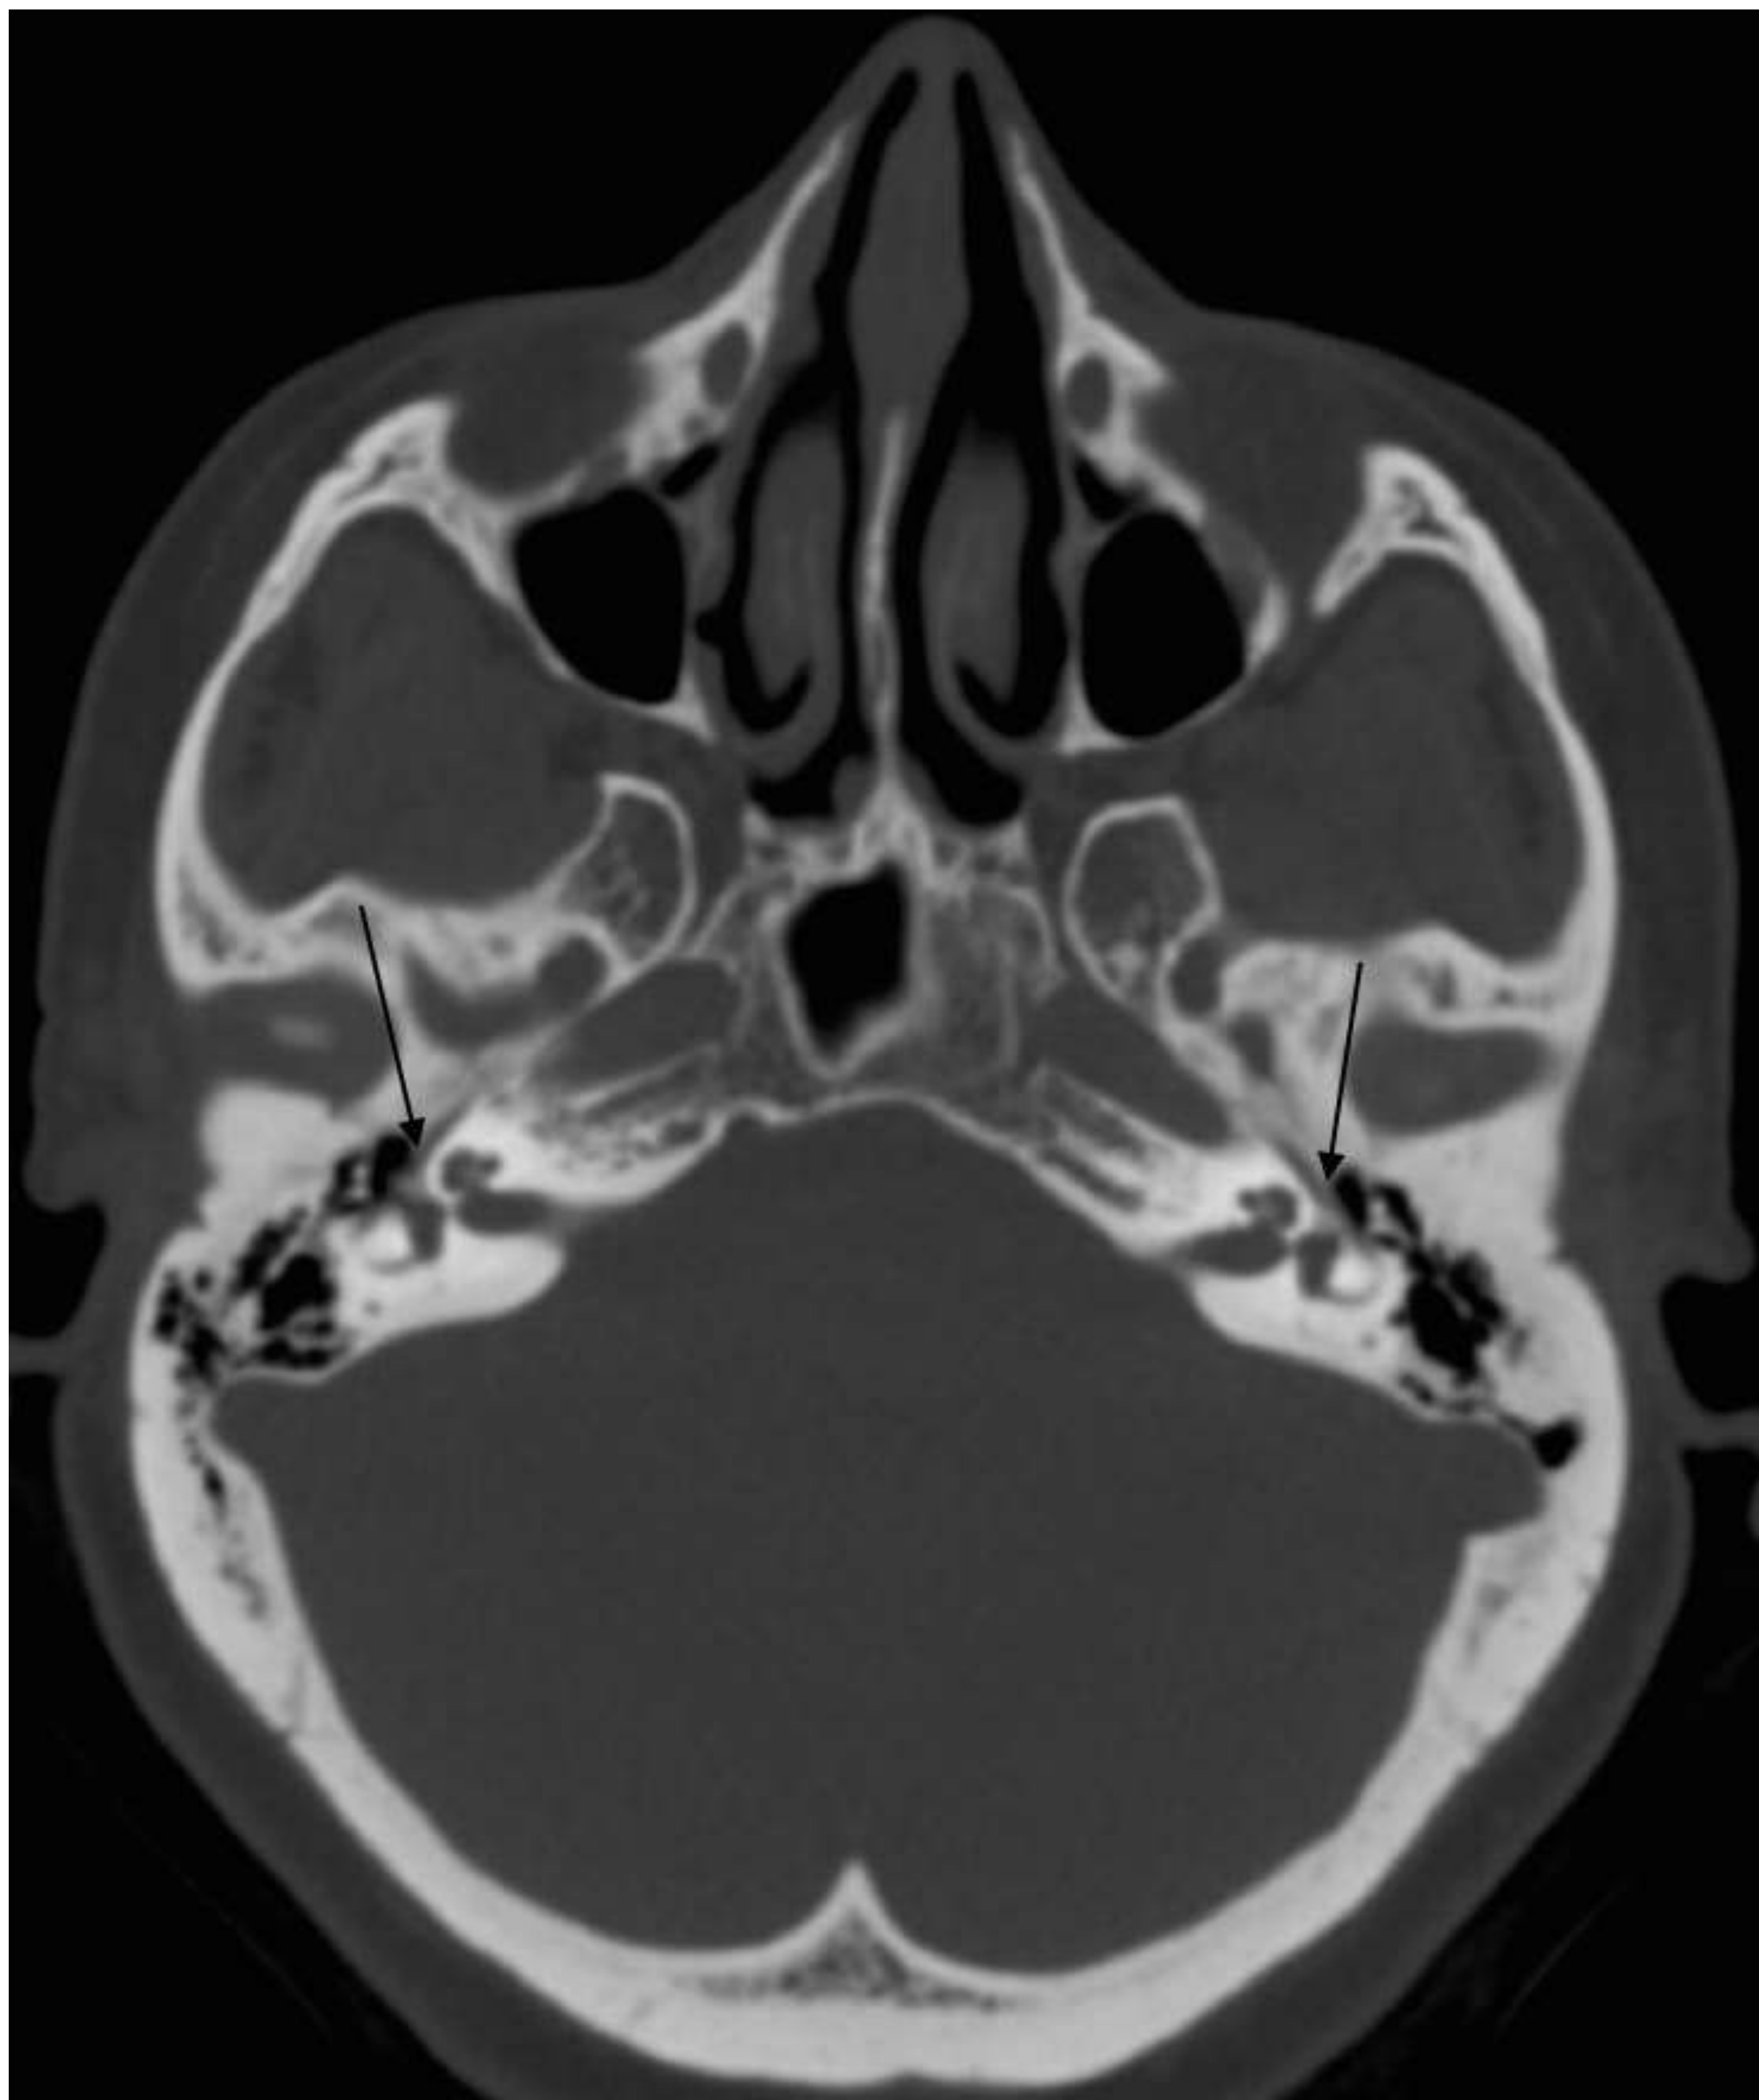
Imagen axial de TC de peñascos en la que se identifican focos de espongiosis bilateral en la fissula ante fenestram, por delante de la ventana oval (flechas).
